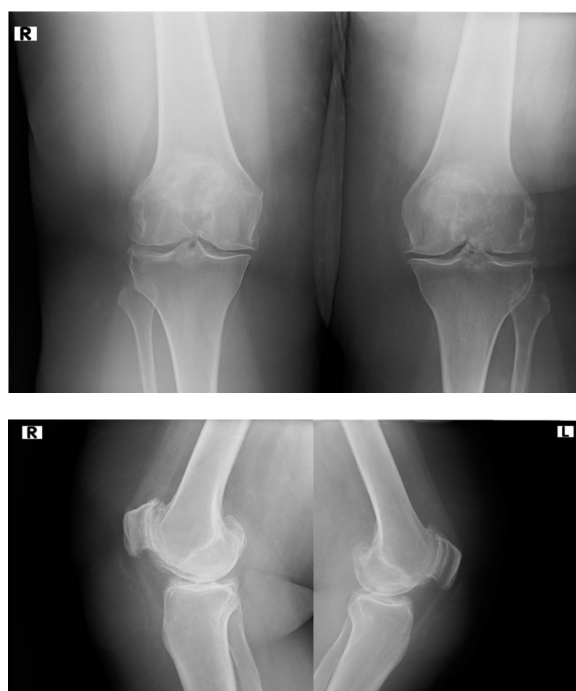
Bearing bilateral knee x-ray
